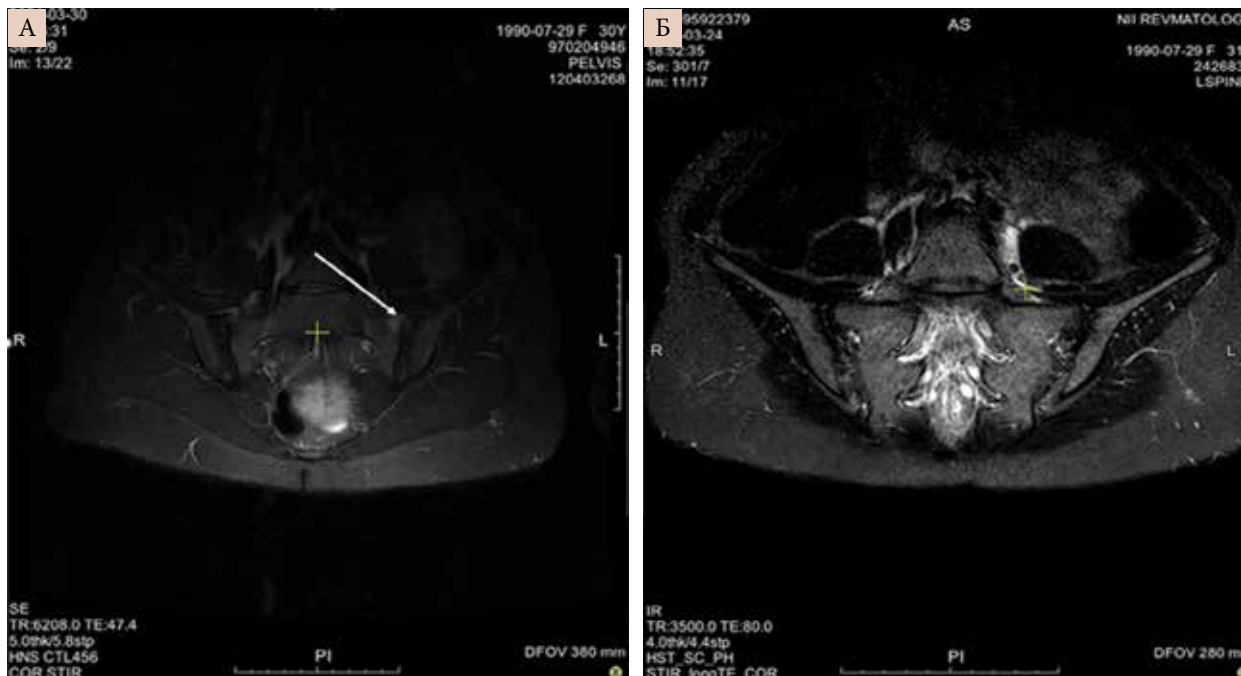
Магнитно-резонансная томограмма КПС пациентки Б. в режиме STIR в марте 2021 г. (А) (стрелка указывает на активный остеит в левом суставе) и через год (Б) (признаки остеита отсутствуют)
